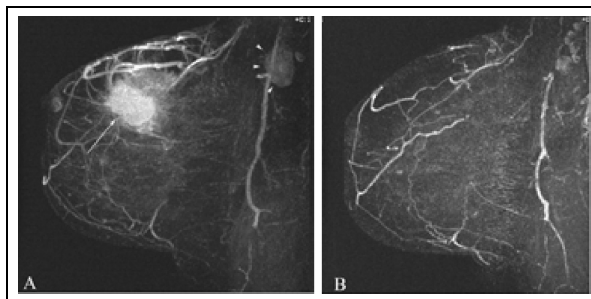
Resonancia magnética nuclear. A: Visualización de masa tumoral en región mamaria y compromiendo planos posteriores. B: Postratamiento de quimioterapia con notoria reducción del tamaño tumoral.⁵³
